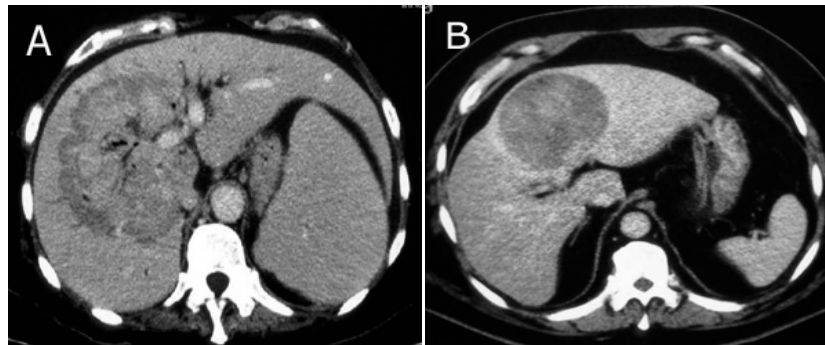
A- TAC de abdomen: masa sólida, de bordes lobulados, bien delimitada, relativamente encapsulada. El hígado muestra una relativa hipertrofia del LI y hay una esplenomegalia por hipertensión portal, lo que conforma la presencia de un DHC que es una condición frecuente para el desarrollo de un hepatoma. B- TAC de abdomen: carcinoma hepatocelular, bien diferenciado y encapsulado.
